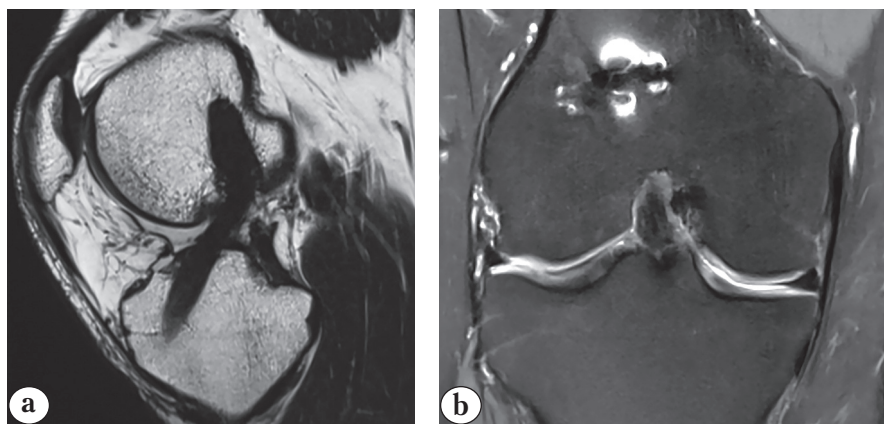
МР-томограмма неповрежденного и структурно-оформленного трансплантата ПКС в косо-сагиттальной (а) и фронтальной (б) проекциях
